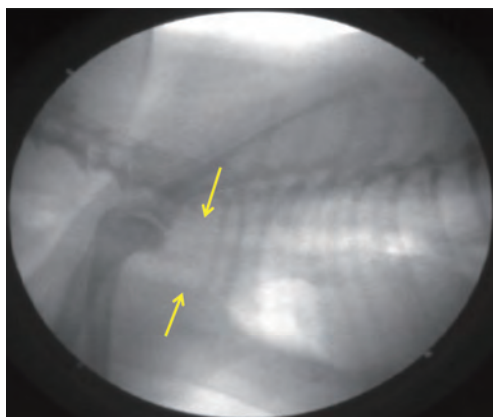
症例9における初診時胸部X線透視検査所見。強い呼気時。胸郭前口部の気管がZ字型に屈曲した(矢印)
